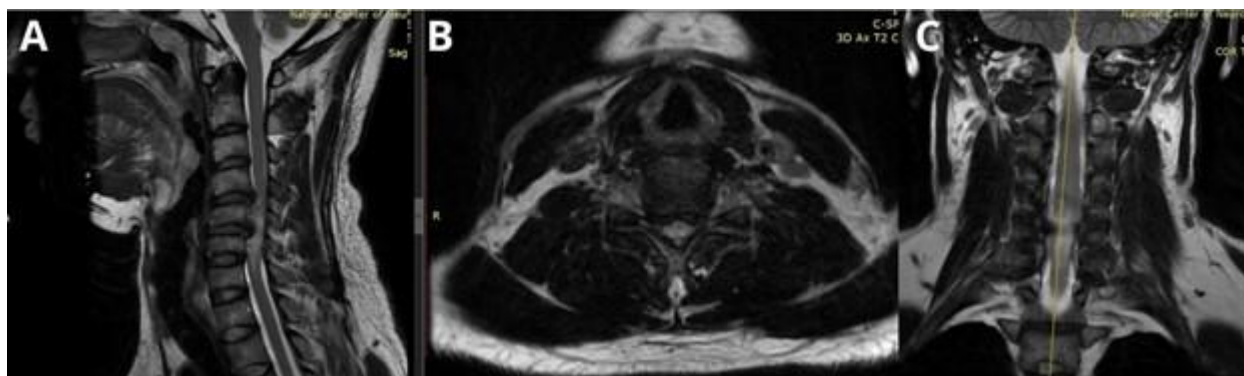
(A) Sagittal T2 MRI T2-weighted image showing a paramedian disc herniation at C4–C5 and a median disc herniation at C5–C6 with spinal cord compression and signs of myelodisplasia. (B)- axial view, (C)- coronal view
